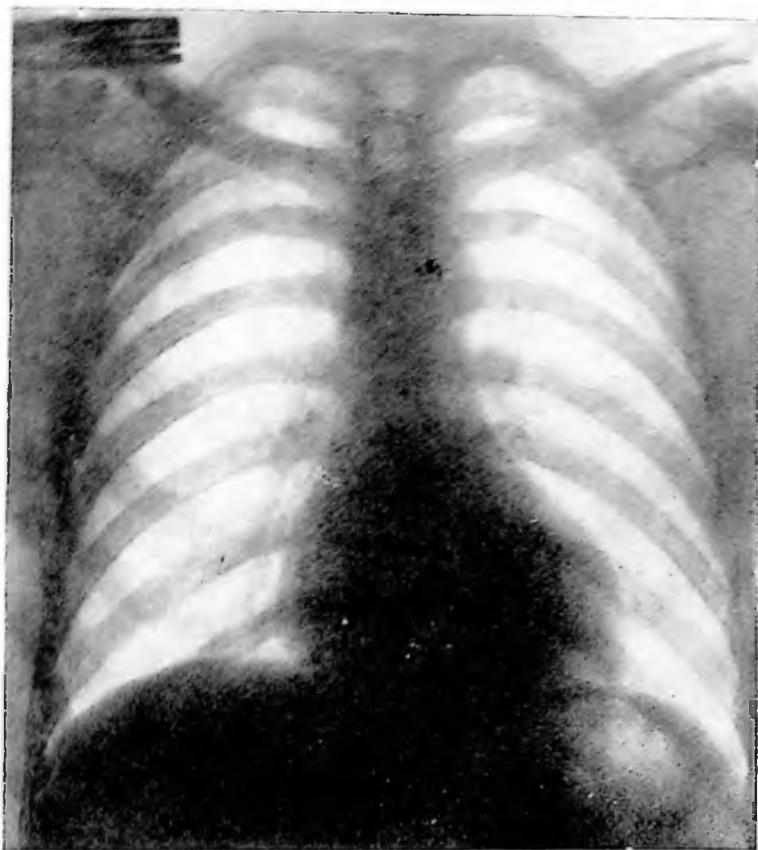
Obs. XX: Telo-radiografia do tórax em 11-9-46.
